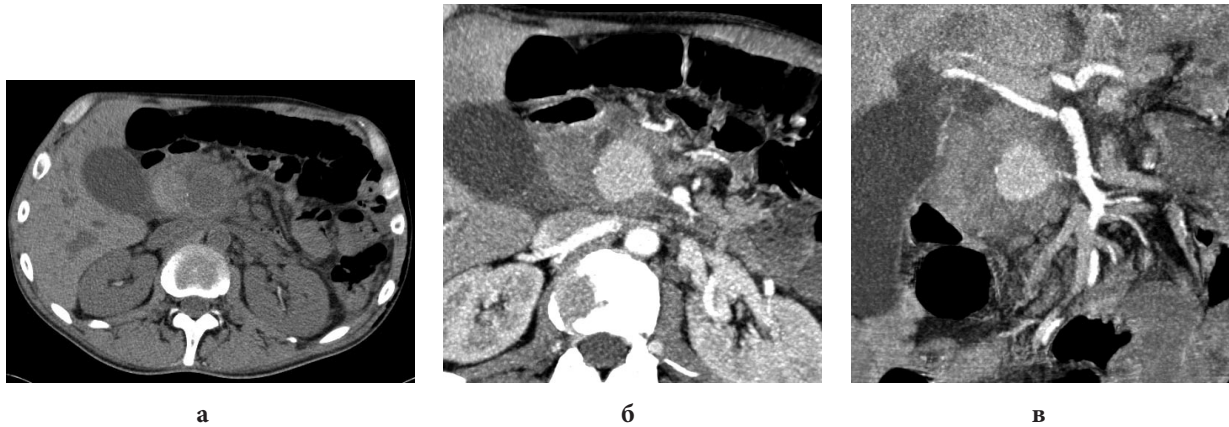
Мультиспиральная компьютерная томография: а — нативное исследование; б, в — МСКТ-ангиография (визуализируется контраст содержащая кистозная полость — прямой признак сообщения кисты с артериальным руслом).
